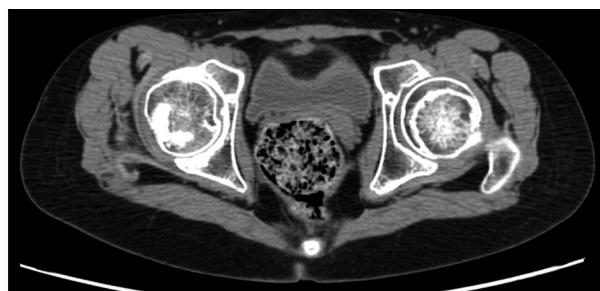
Компьютерная томограмма ТБС.
